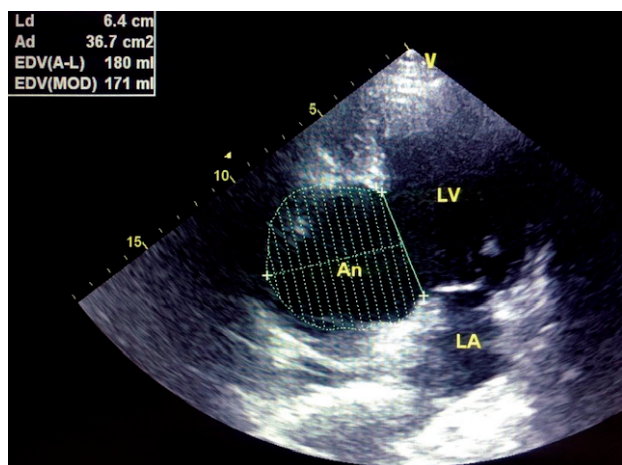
Эхокардиограмма. Апикальная 2-камерная позиция. LV – левый желудочек, LA – левое предсердие, An – аневризма левого желудочка
